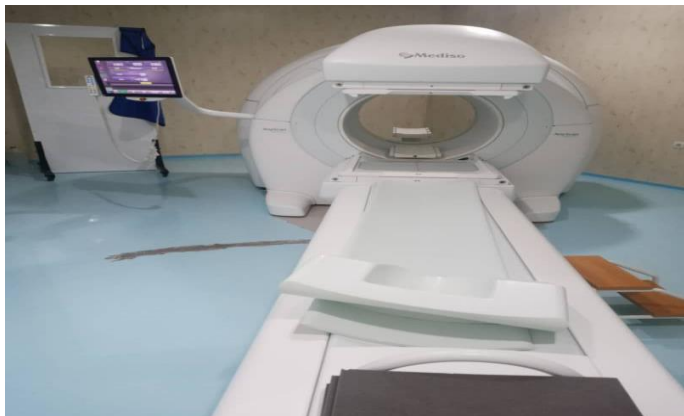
Image Un appareil photo gamma à deux têtes, AnyScan-SPECT/Mediso
